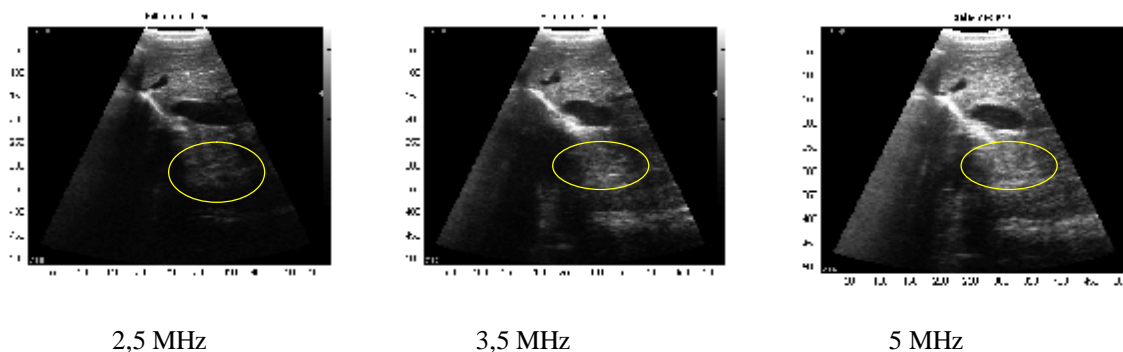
Aplicarea filtrului median pentru imagini ecografice obținute la diferite frecvențe
